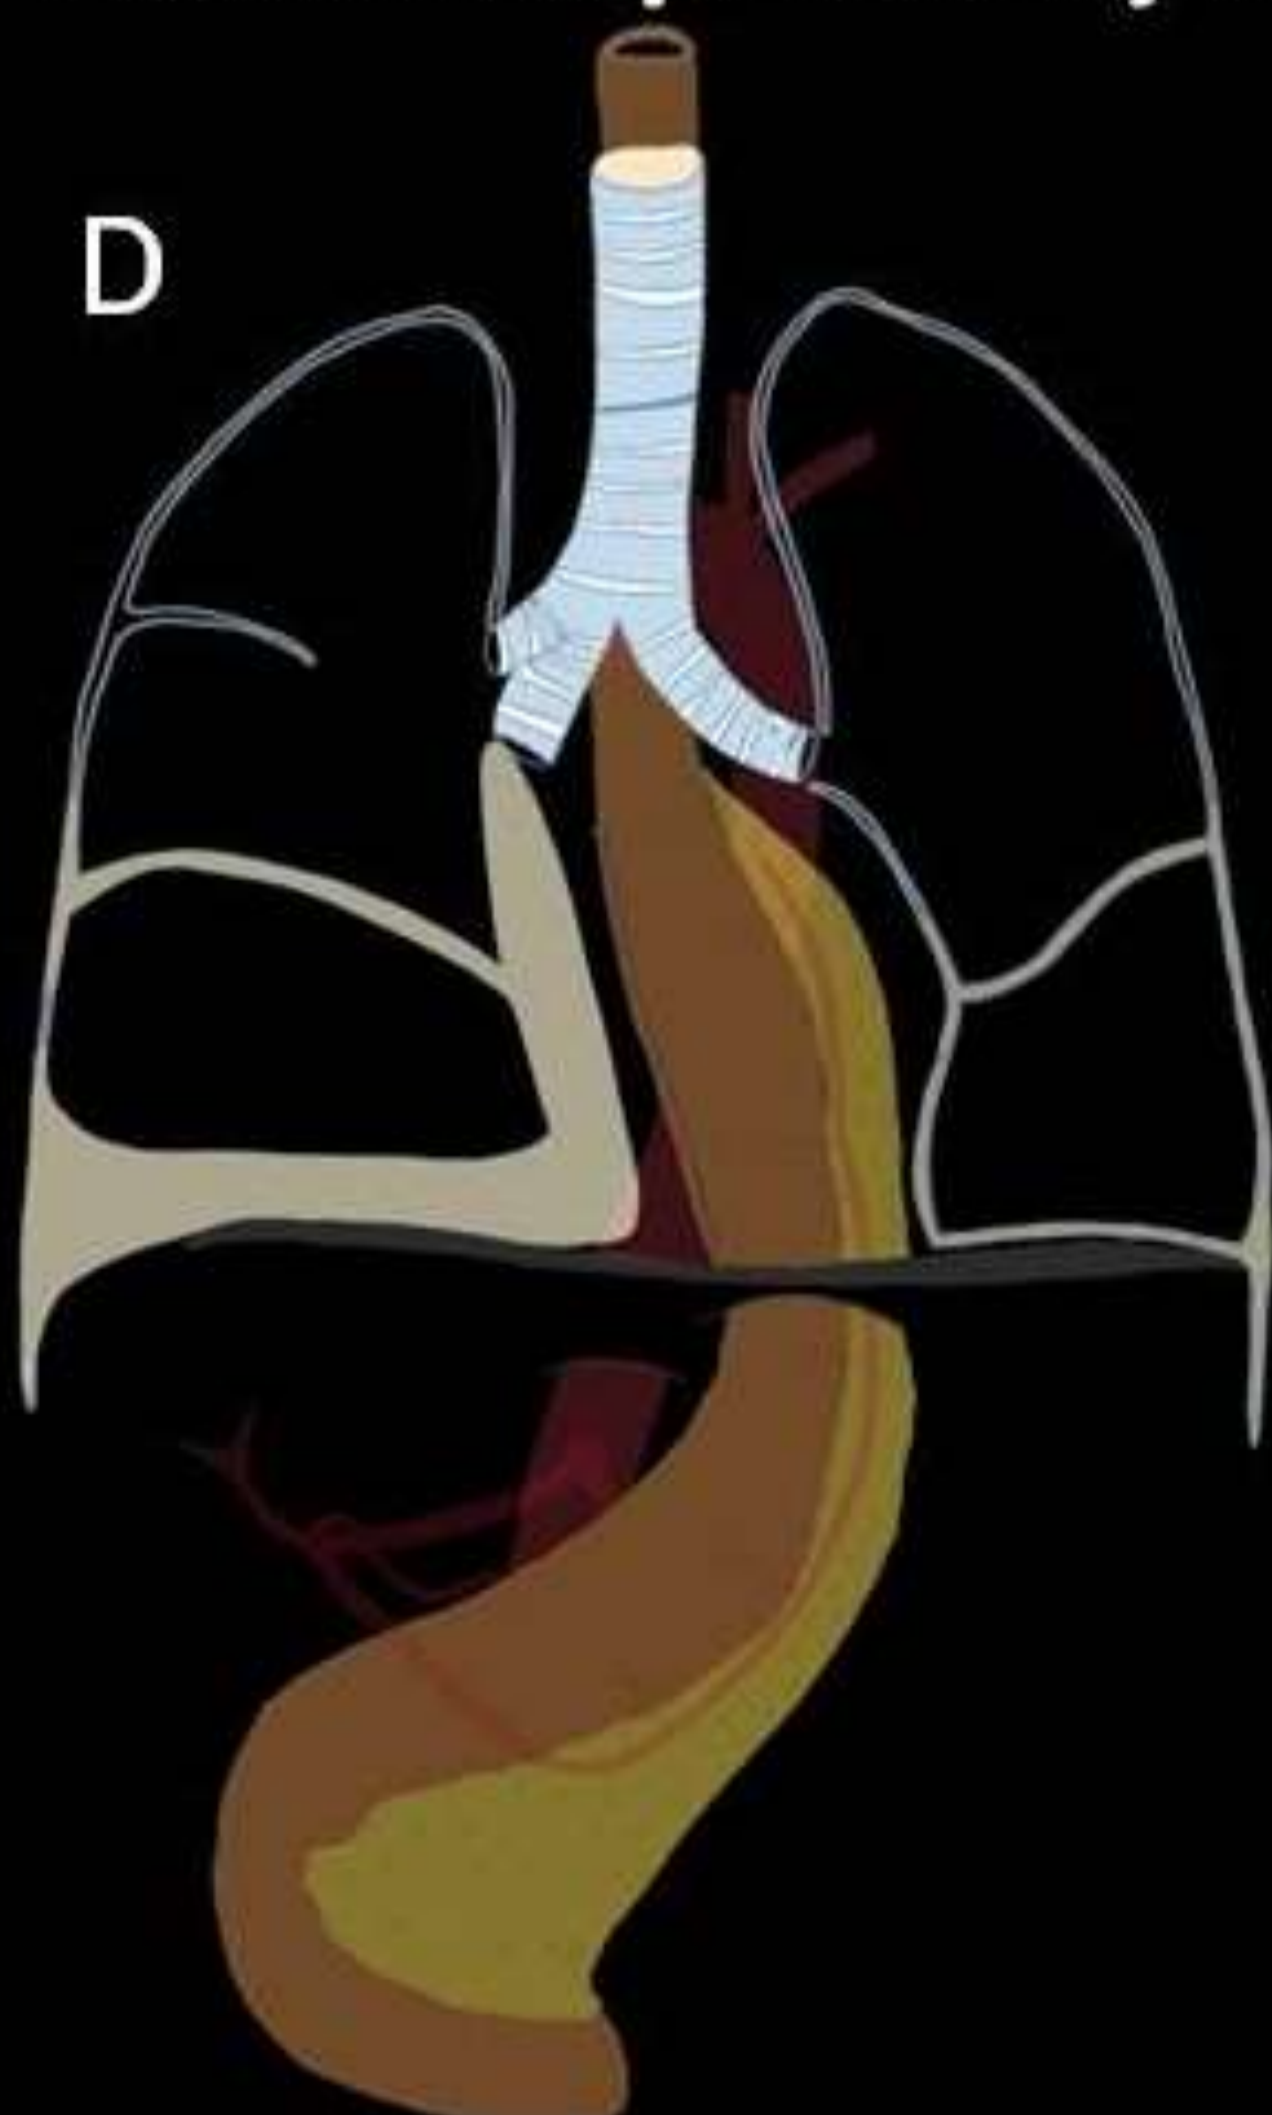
Esofagectomía de Ivor-Lewis con complicaciones pleuropulmonares. Radiografías de tórax AP en decúbito supino (A, E, F), TC sin contraste con reconstrucciones de alta resolución para parénquima pulmonar (B) y representaciones esquemáticas (C, D). A, B: Paciente en UCI que desarrolló SDRA tras esofagectomía. Áreas parcheadas en vidrio deslustrado con condensaciones bibasales. E: Derrame pleural derecho con atelectasia basal subyacente (asterisco). Prótesis traqueal por fístula traqueo-esofágica (flecha negra). F: Postoperatorio inmediato: derrame pleural derecho (asterisco blanco), grapas de puertos de toracoscopia (flechas blancas), vía central yugular y tubos de drenaje torácicos (asteriscos negros).
